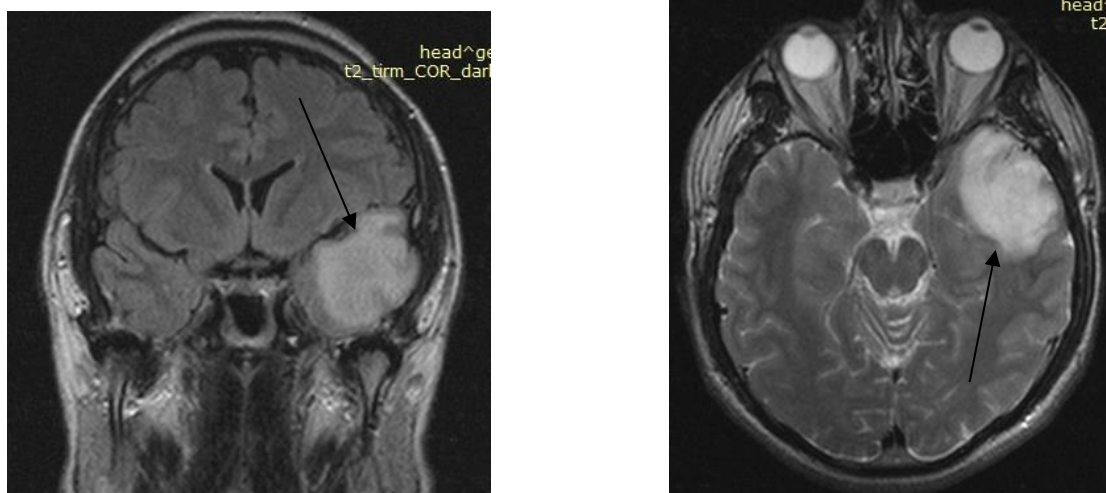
МРТ объёмного образования левой височной доли (указано стрелками) во фронтальной (а) и аксиальной (б) проекциях
